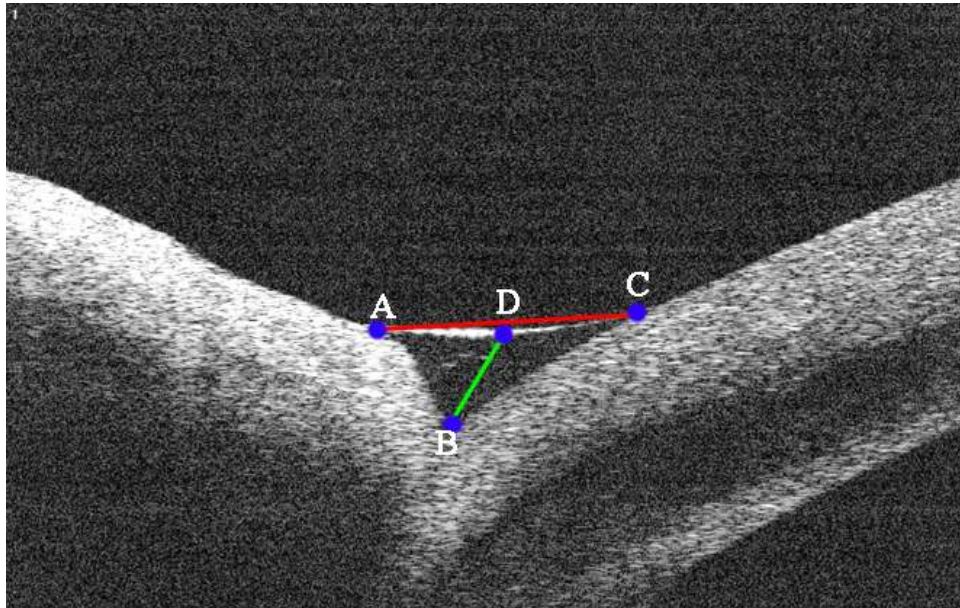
Томограмма нижнего слёзного мениска.
